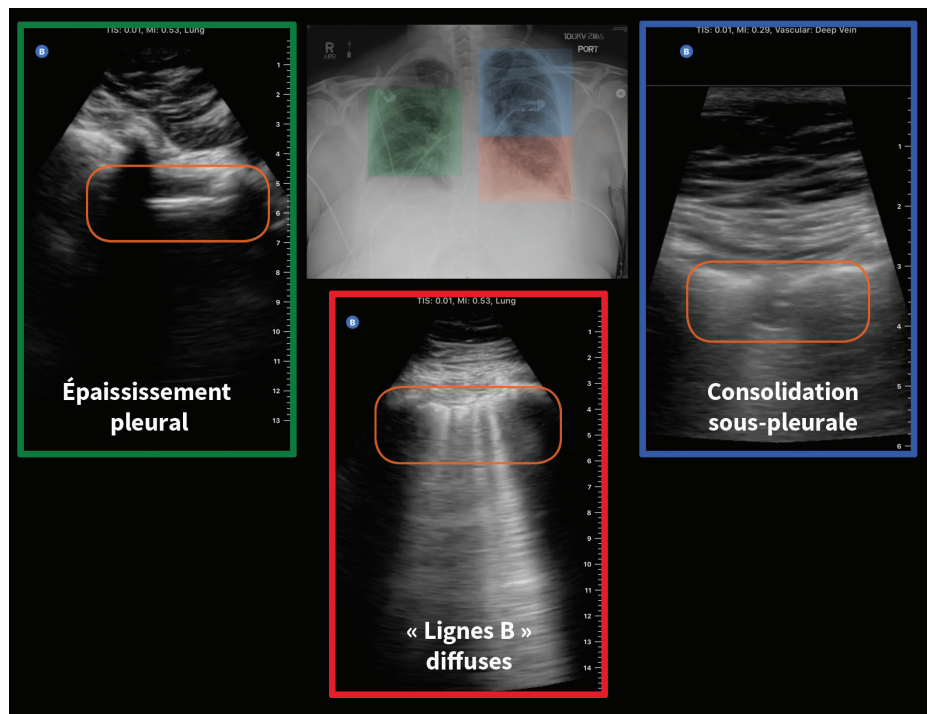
Échographie pulmonaire d'une professionnelle de la santé de 64 ans n'ayant pas voyagé récemment, 10 jours après l'apparition de ses premiers symptômes. L'intervention, effectuée en établissement, révèle un épaississement pleural (au poumon droit, dans l'encadré vert), une consolidation sous-pleurale, que l'on peut qualifier de « lésion parcellaire » (au haut du poumon gauche, dans l'encadré bleu) et des « lignes B » diffuses (au poumon gauche, dans l'encadré rouge). La radiographie thoracique montre la présence bilatérale d'infiltrats.
